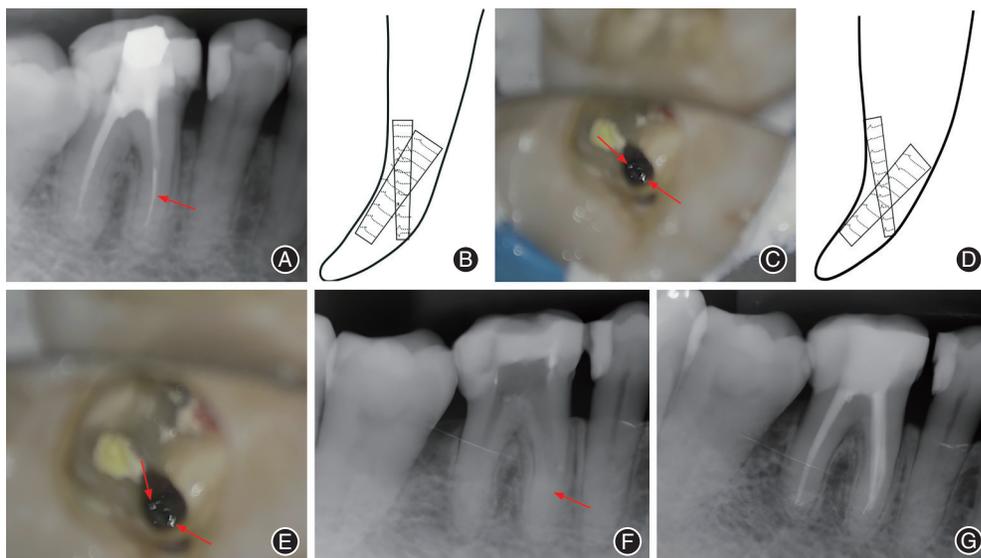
右下第一恒磨牙分离器械取出的影像资料 A:术前X线片示右下第一恒磨牙近颊根根尖存在分离器械(红色箭头所示);B:模拟图,2段分离器械卡持在同一根管内,卡持紧,交叉角度小;C:镜下直视2段分离器械卡持在同一根管内交叉紧密卡持,红色箭头指示为2根分离器械;D:模式图,ET20/25增隙后2段分离器械卡持变松,交叉角度变大;E:镜下直视ET20/25增隙后2段分离器械卡持在同一根管分布松散,便于震出,红色箭头指示为2根分离器械;F:震出分离器械即刻X线片,已无分离器械,红色箭头指示为原分离器械所在位置;G:根管充填后拍摄X线片示根充到位。
